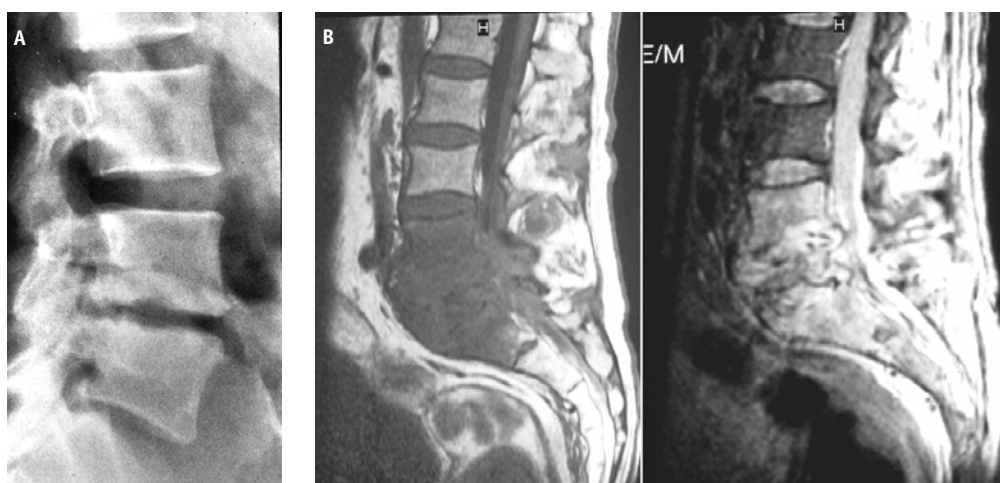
Espondilodiscite piogênica em paciente do sexo feminino, 50 anos, com dor lombar e antecedente cirúrgico de hérnia discal. Radiografia e RM (T1 e T2) demonstrando redução e irregularidade do espaço discal L4-5, alteração do sinal (hipo em T1 e hipersinal em T2) nos corpos vertebrais de L4 a S1, discos e partes moles paravertebrais e invasão do canal vertebral.
